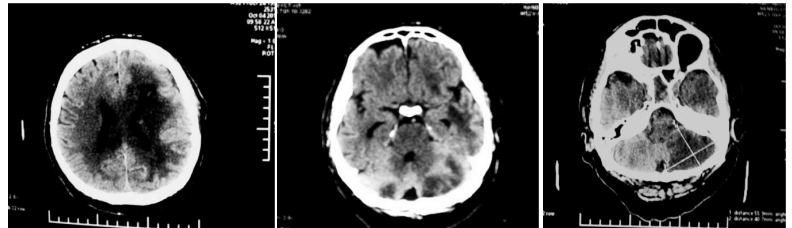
МСКТ-снимок головного мозга больного К., 60 лет. 8-е сутки после открытого удаления путамённой гематомы слева.
